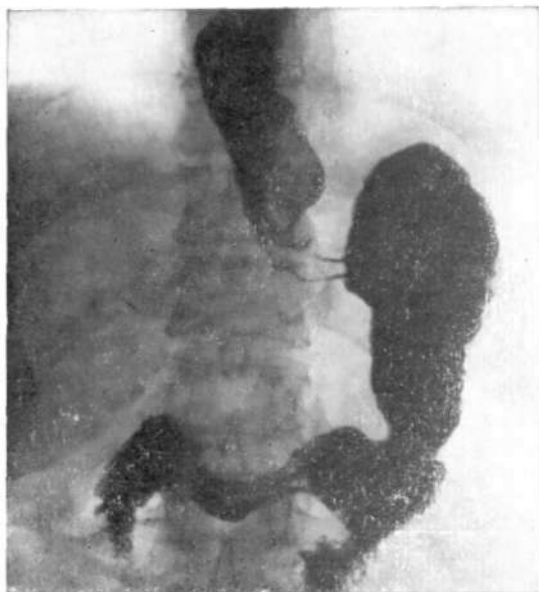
Рентгенограмма дистальной половины пищевода и желудка. Просвет пищевода расширен, перистальтика не прослеживается. Тело желудка циркулярно сужено. Системная склеродермия.
